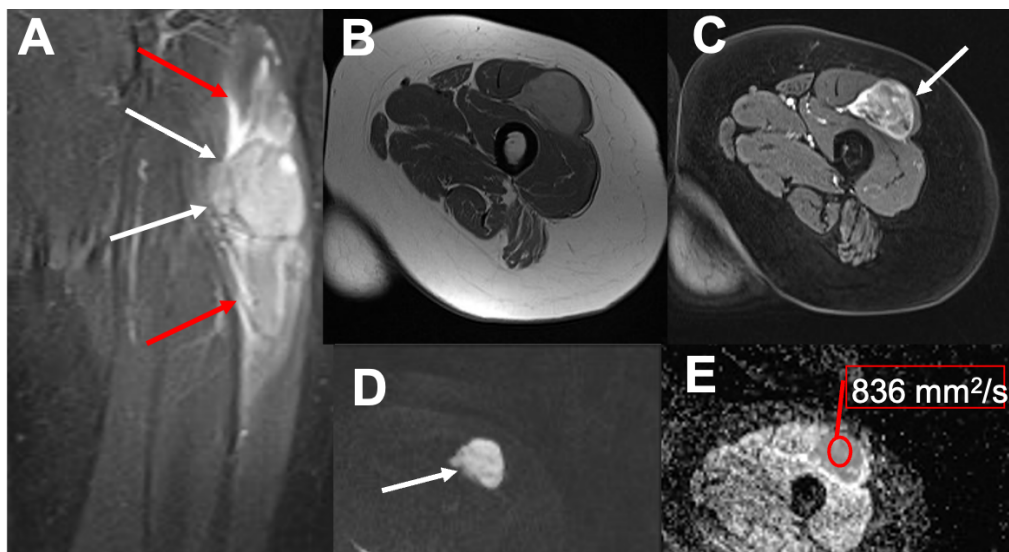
Leiomiosarcoma de alto grado intracompartimental, de asiento intramuscular en el espesor del recto anterior del cuádriceps. Presenta extenso edema perilesional (flechas rojas en A) sobrepasando los límites sólidos de la lesión (flechas blancas en A), con realce heterogéneo tras la administración de CIV (C). El tumor muestra intensa restricción de la DWI con valores b de 800 s/mm^2 , y valores de ADC seleccionado de hasta $836 \text{ mm}^2/\text{s}$.
